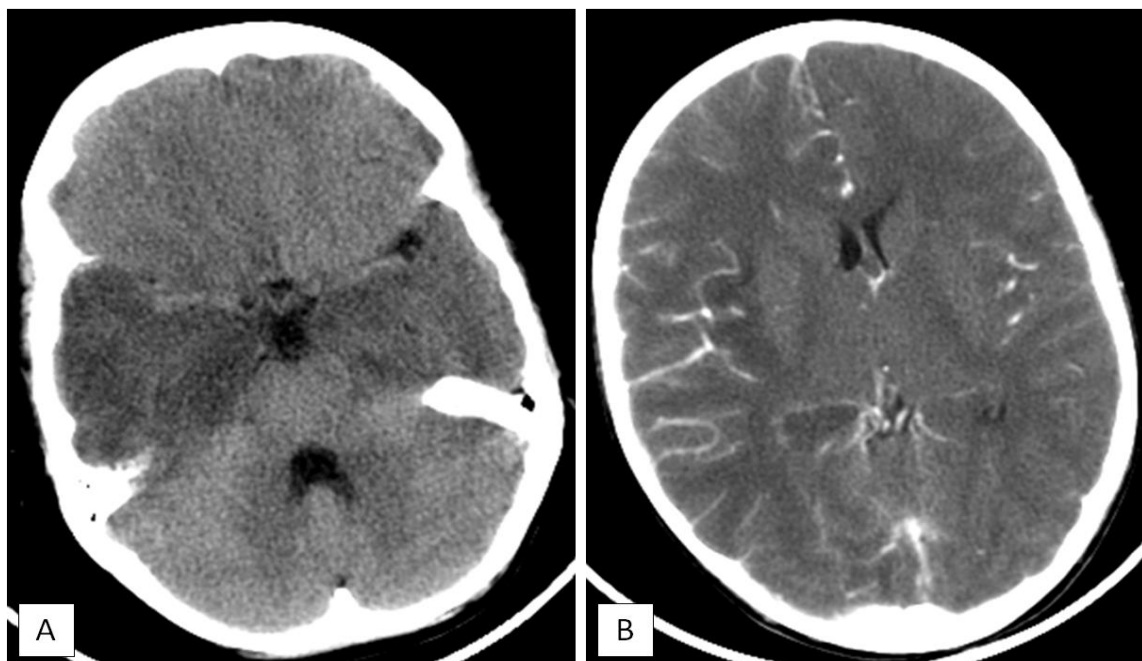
La TDM cérébrale sans injection montre une hypodensité temporale gauche et fronto-pariéto-insulaire droite (coupe axiale : A), avec présence d'un rehaussement leptoméningé après injection (coupe axiale : B).
